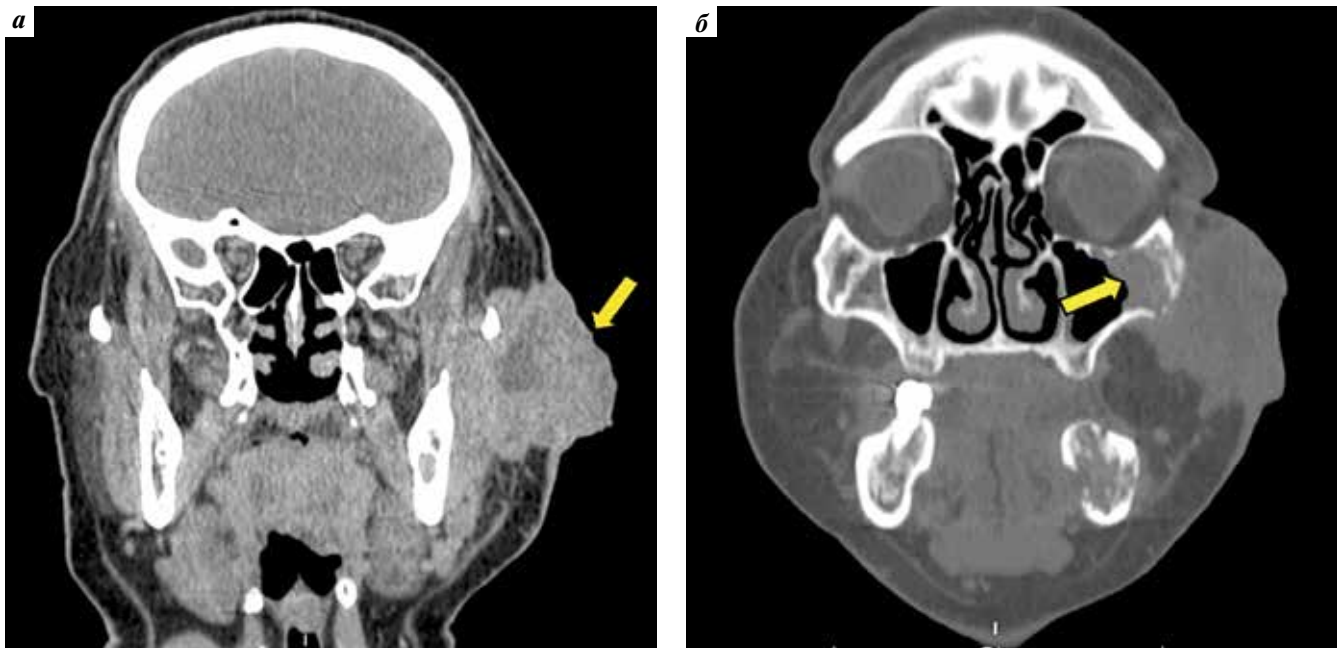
Мультиспиральная компьютерная томография лицевого отдела черепа (корональные проекции): а — мягкотканная опухоль с неровными, бугристыми контурами размерами $88 \times 74 \times 41$ мм (указана стрелкой); б — прорастание опухоли в левую верхнечелюстную пазуху (указано стрелкой)
